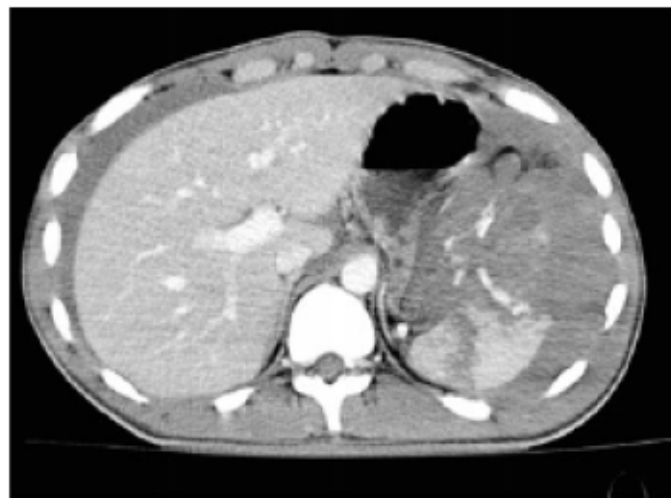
i. v. KM-CT zeigt Milzruptur mit Hämatom (AAST Grad IV, Baltimore Grad 4b) und KM-Austritt in die Bauchhöhle. Abb. aus van der Vlies, C. H., van Delden, O. M., Punt, B. J., Ponsen, K. J., Reekers, J. A., & Goslings, J. C. (2010). Literature review of the role of ultrasound, computed tomography, and transcatheter arterial embolization for the treatment of traumatic splenic injuries. *Cardiovascular and interventional radiology*, 33(6), 1079-1087.
